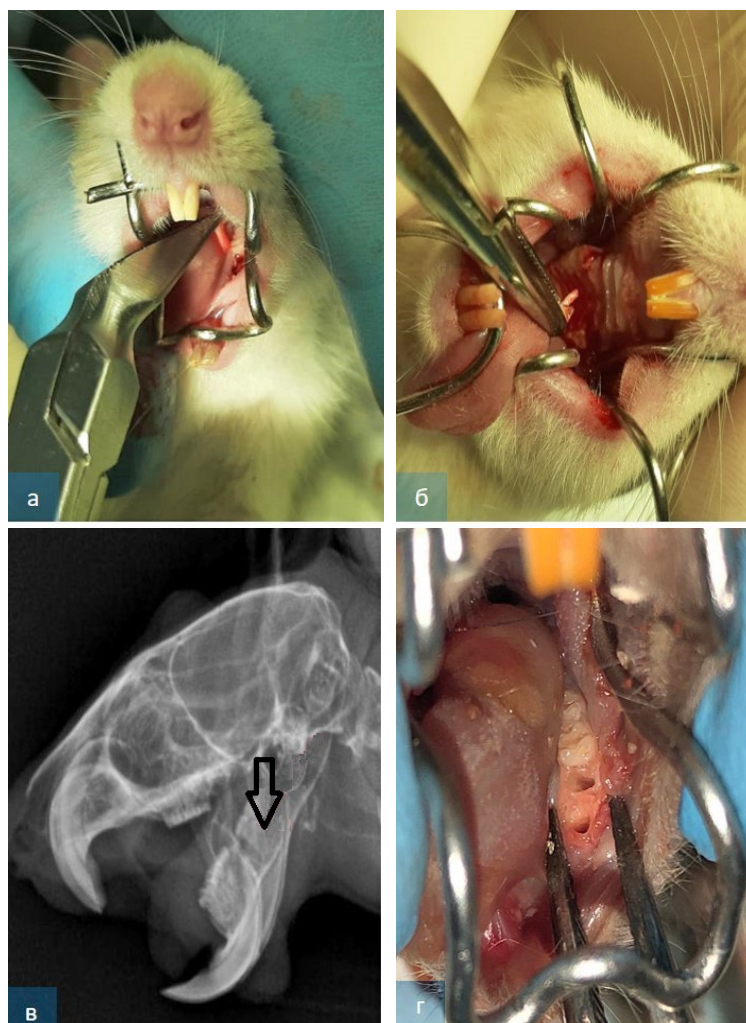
Этапы хирургического вмешательства: а – использование пародонтального миниэкстрактора; б – ротаторасширитель авторской разработки; в – рентгенологические признаки резорбции межзубных костных перегородок (отмечено стрелкой); г – лунки зубов, удаленных из-за подвижности 2–3 степени
